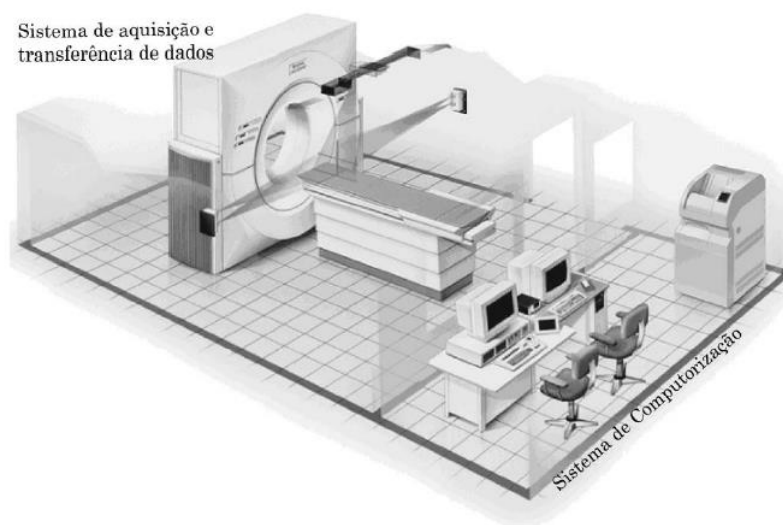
Ilustração genérica de um sistema de TC (Medeiros, 2009).
